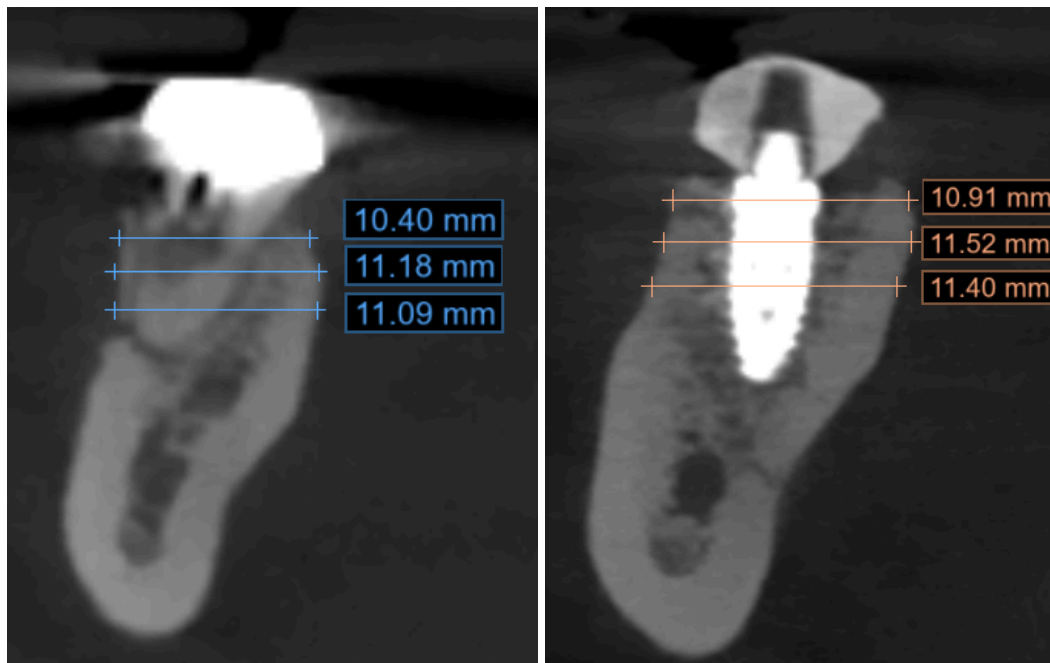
Mediciones de tejido duro en el Software Blue Sky Plan 4. En azul, las mediciones previas y en naranja, las mediciones a los 4 meses de la colocación del implante, registradas a 1, 3 y 5 mm apicales al punto más coronal de la cresta ósea vestibular. (a) Representación gráfica. (b) Mediciones reales en CBCT 0 y CBCT 4.
